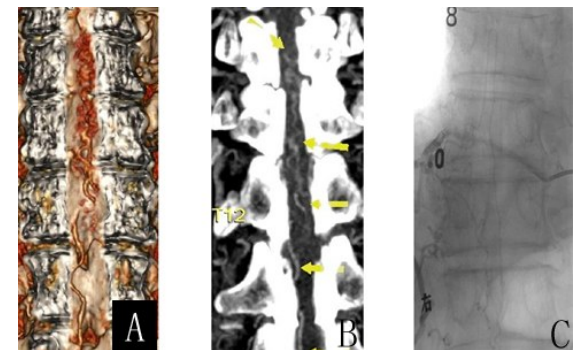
胸₁₀~腰₂硬脊膜动静脉瘘 320 排动态容积 CTA 和 DSA
